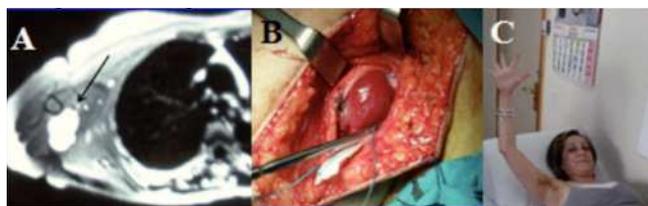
RM Preoperatoria. B: Imagen operatoria. C: Post-operatorio dos semanas.
